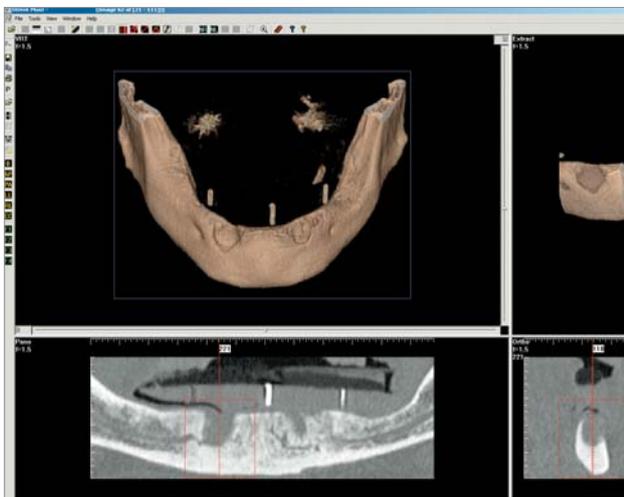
Defektdarstellung im CT.
